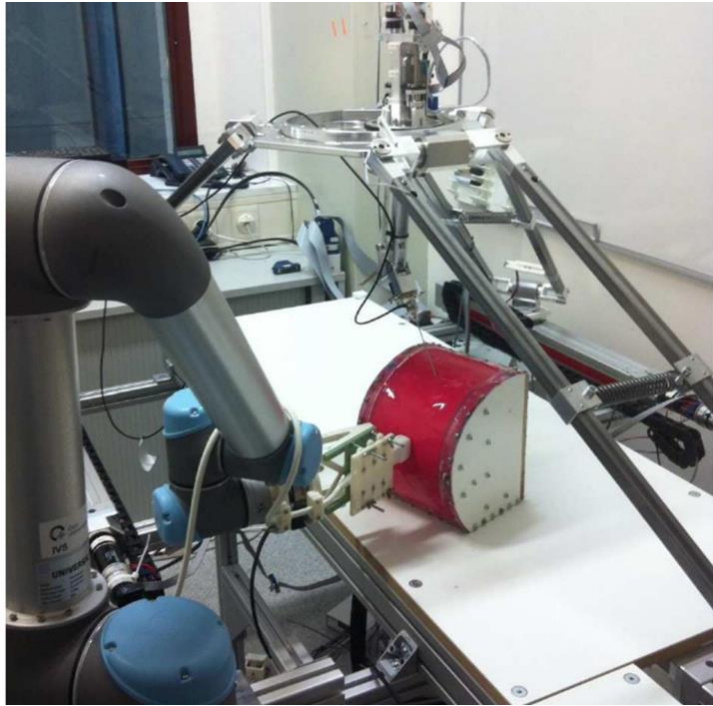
超声实时引导的冷冻消融手术机器人系统<sup>[15]</sup>
